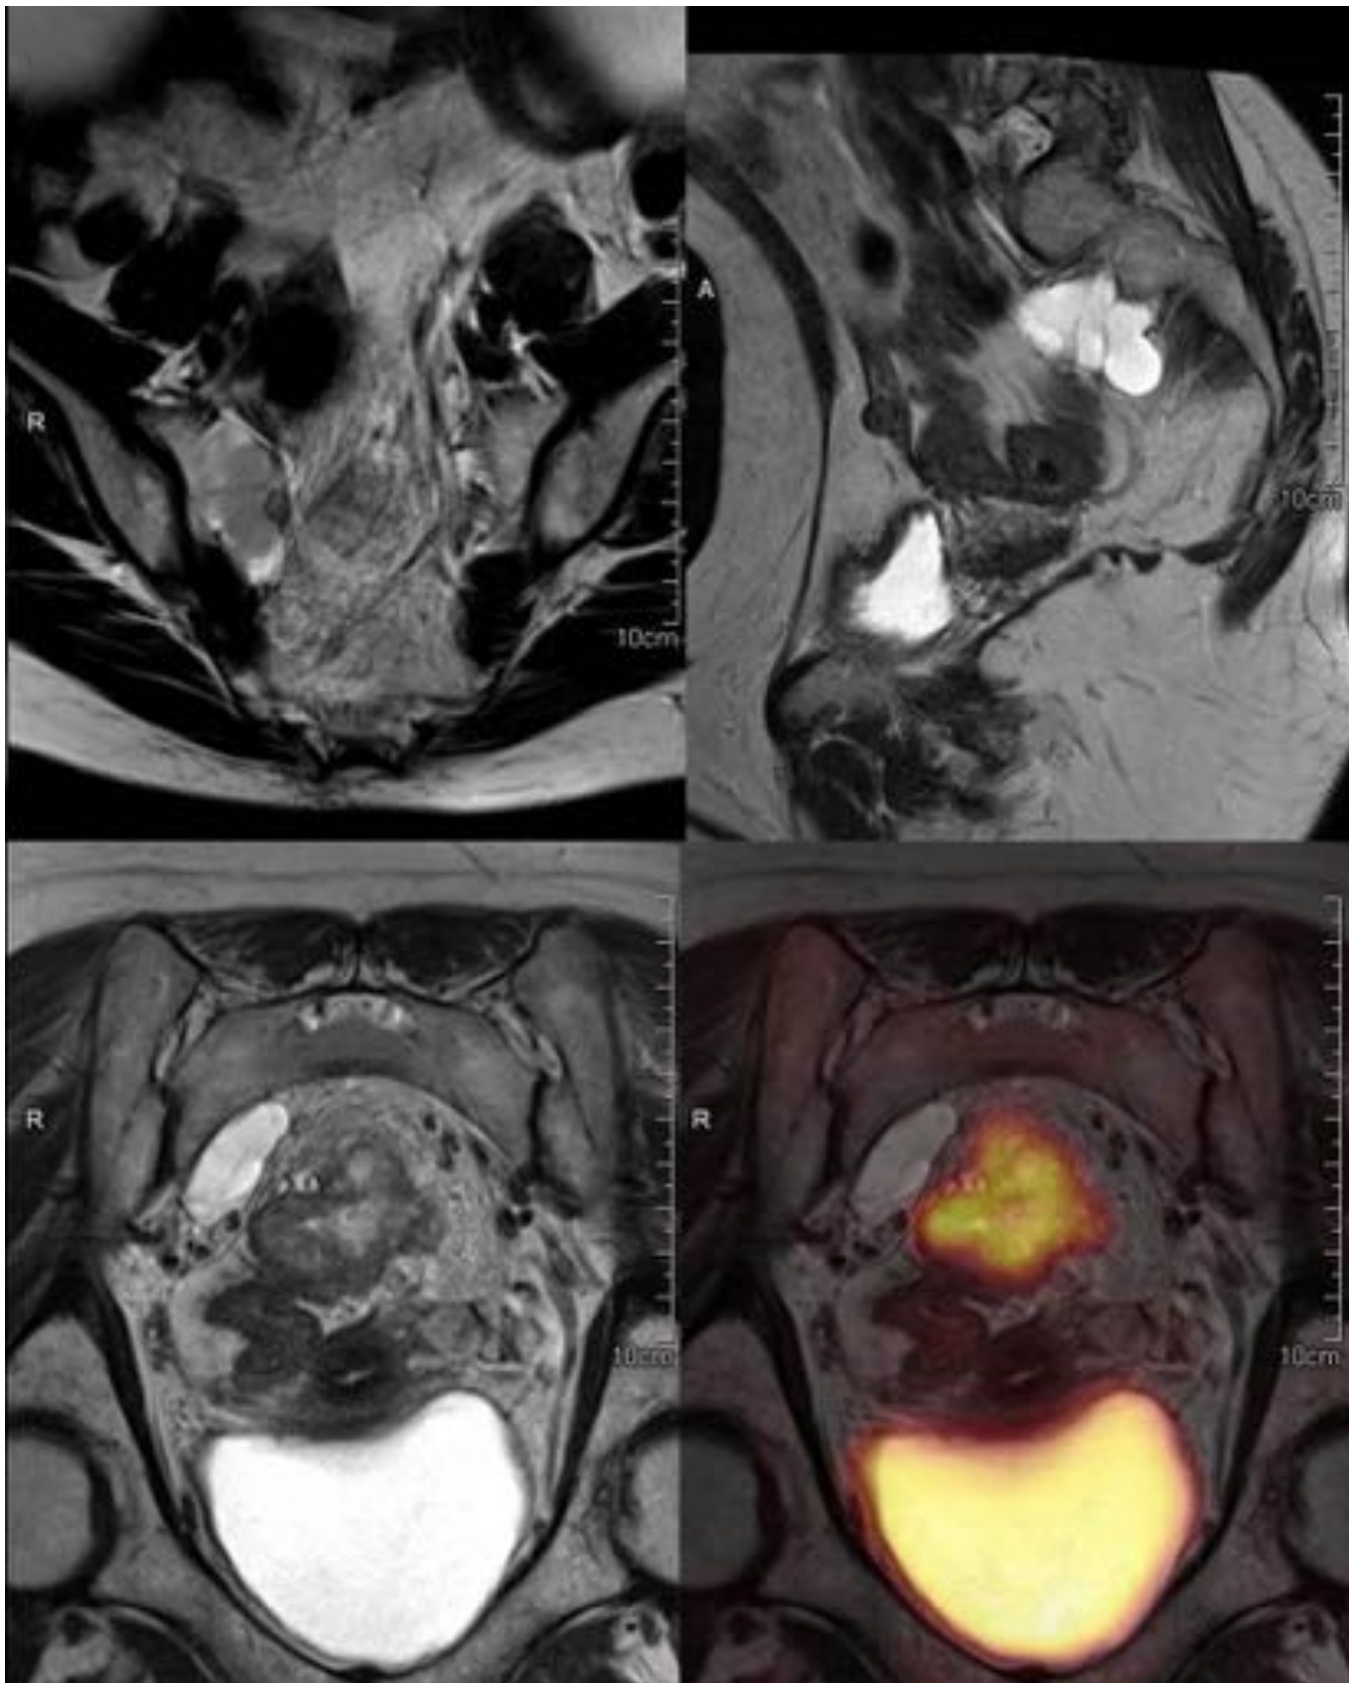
Quistes perineurales en estudio de reevaluación postneoadyuvancia de cáncer de recto. Voluminosos quistes siguiendo el trayecto de raíces neurales derechas hacia el espacio presacro en proximidad de la fascia mesorrectal y del tumor (con evidente captación en PET en la imagen fusionada).
